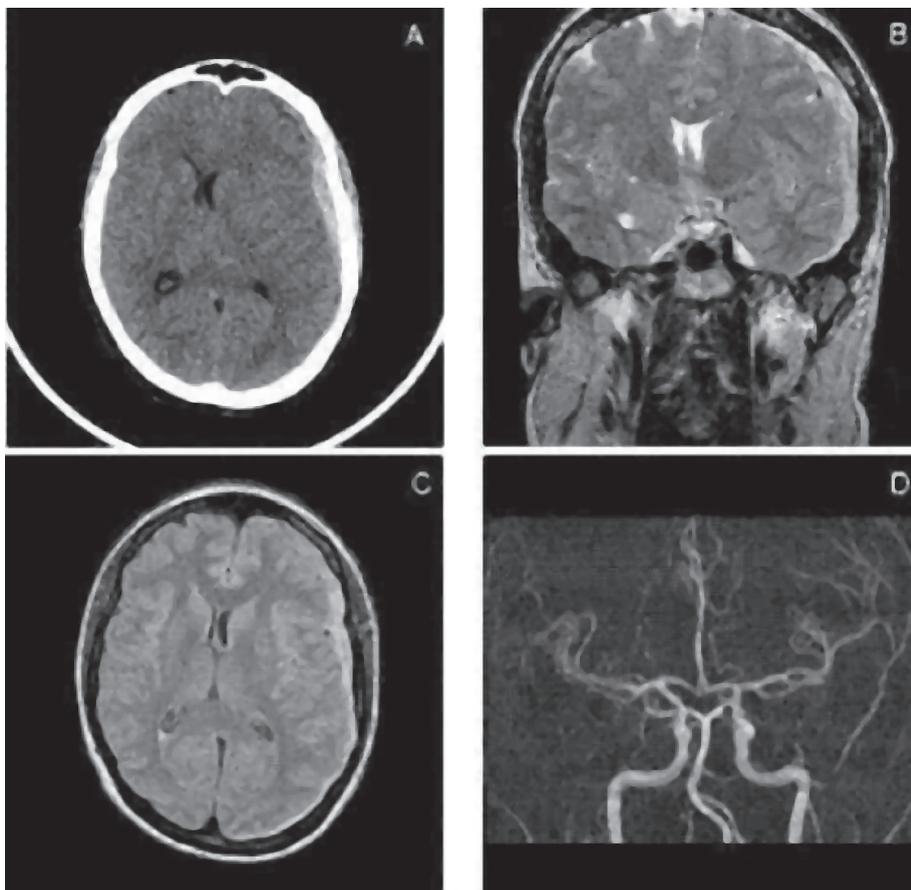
A: Tomografía de Cráneo. B y C: Ressonancia Magnética de Cráneo. D: Angiorresonancia Magnética Arterial Intracrâneal.
